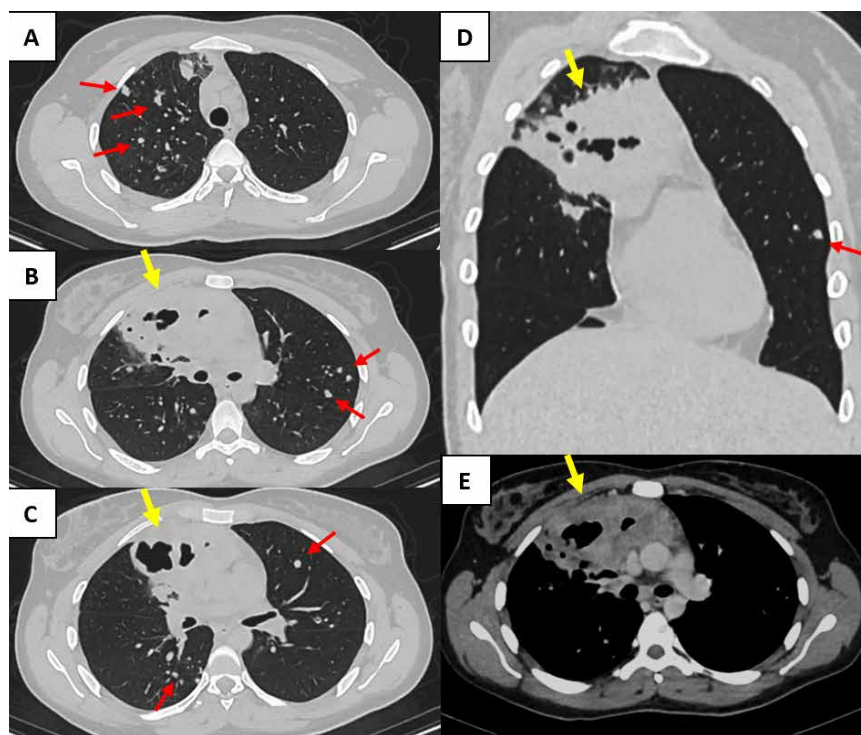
Tomografía de tórax. En ventana pulmonar, cortes axiales (A, B y C) y reconstrucción coronal (D), se evidencia lesión tipo masa (flecha amarilla) en lóbulos superior y medio derechos con áreas de consolidación, necrosis y cavitación, así como múltiples nódulos pulmonares metastásicos (flechas rojas). En ventana mediastinal con contraste, corte axial (E), se evidencia áreas de necrosis con captación heterogénea de contraste en la lesión (flecha amarilla).
